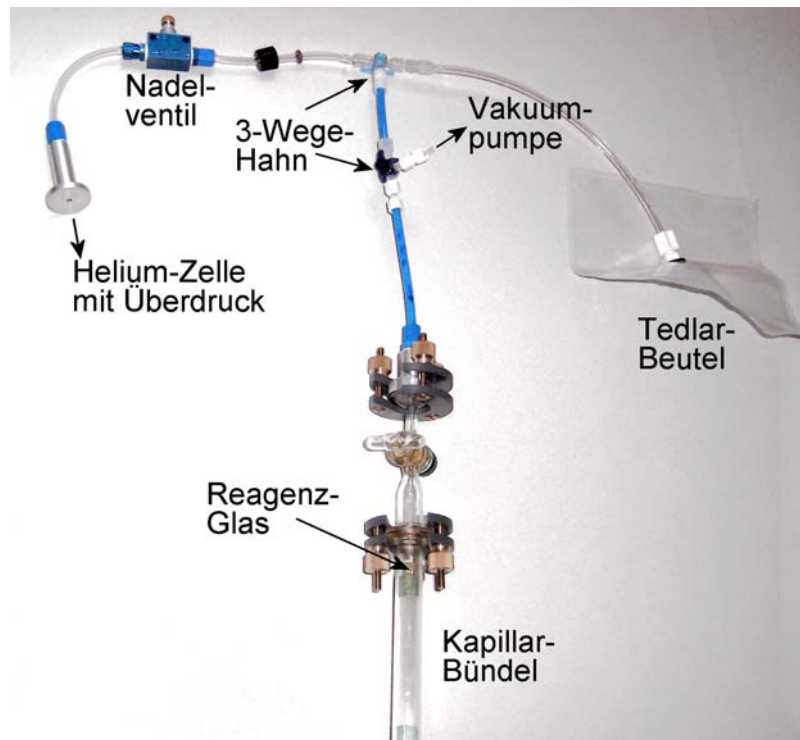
Versuchsaufbau zur Messung der Diffusion in den Kapillaren. Der gesamte Aufbau inklusive einer  $^3\text{He}$ -Zelle wurde im Tomographen platziert. Innerhalb des sensitiven Volumens der Spule kam nur das Reagenzglas zu liegen. Die Kapillaren wurden entlang der z-Achse oder der x-Achse ausgerichtet. Die Vakuumpumpe befand sich außerhalb des Faraday-Käfigs im Bedienraum und war über einen etwa 5 Meter langen Schlauch mit dem unteren der beiden 3-Wege-Hähne verbunden. Bei der Durchführung der Messungen wurden die Messingschrauben der Halteklammern am Reagenzglas durch Kunststoffschrauben ersetzt, da sie zu einer Abschirmung des Anregungspulses führten.
